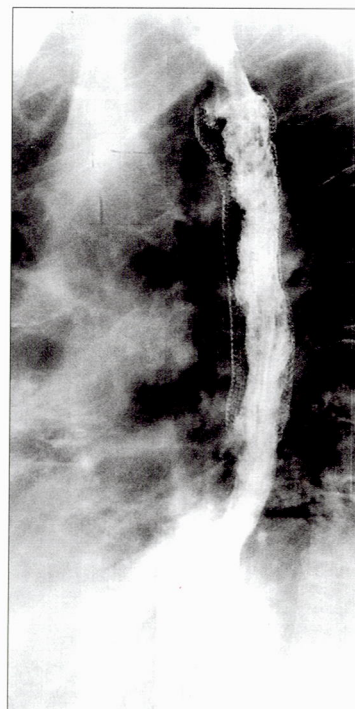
Рентгенологическое исследование пищевода через сутки после стентирования для контроля герметичности и соответствия маркировке границ опухоли пищевода.
